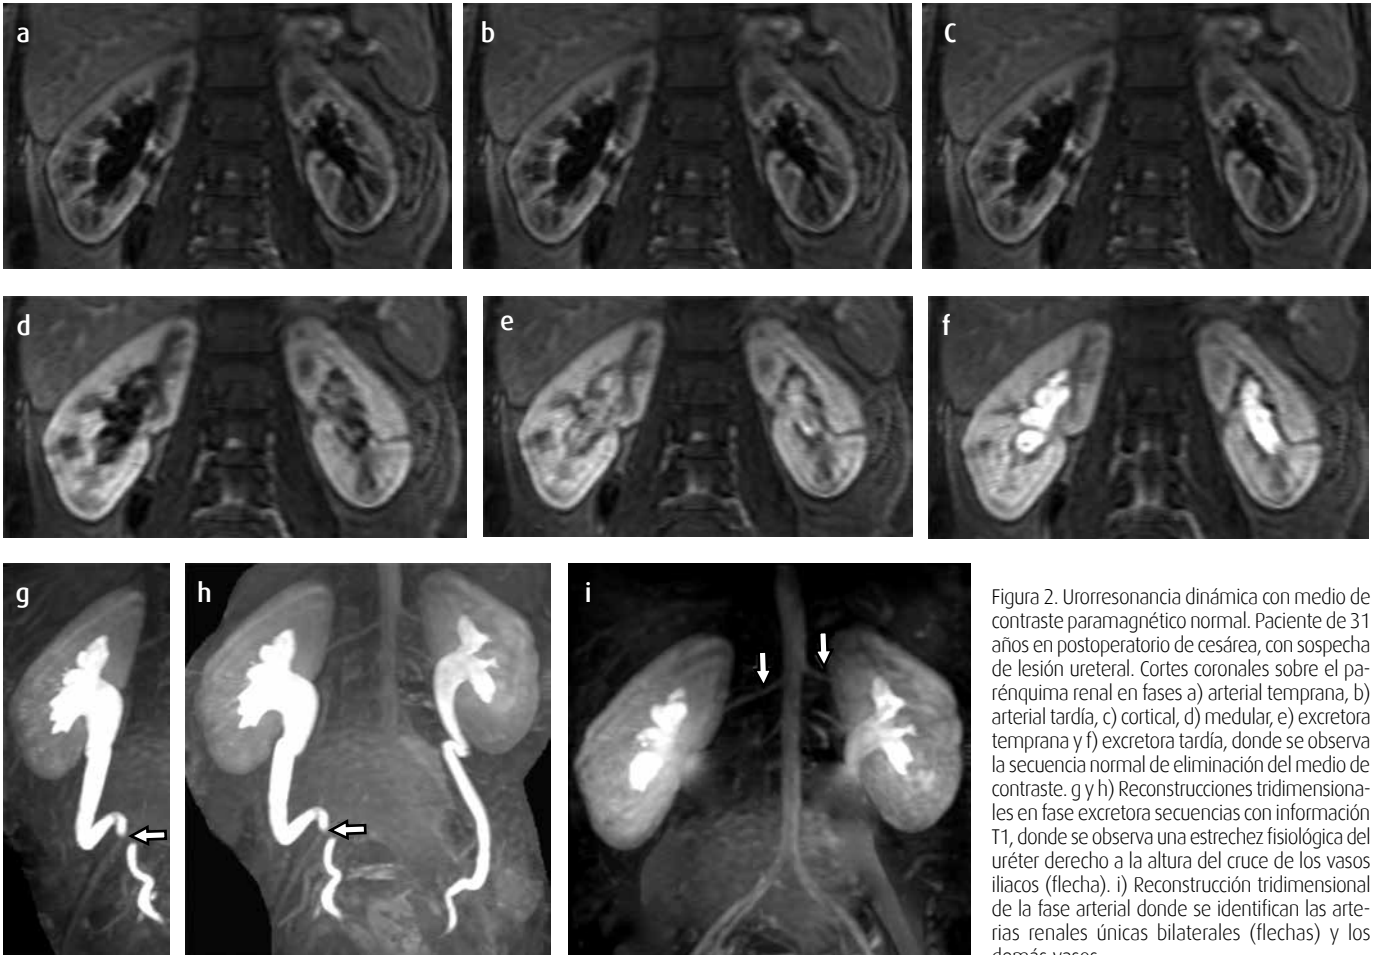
Uroresonancia dinámica con medio de contraste paramagnético normal. Paciente de 31 años en postoperatorio de cesárea, con sospecha de lesión ureteral. Cortes coronales sobre el parénquima renal en fases a) arterial temprana, b) arterial tardía, c) cortical, d) medular, e) excretora temprana y f) excretora tardía, donde se observa la secuencia normal de eliminación del medio de contraste. g y h) Reconstrucciones tridimensionales en fase excretora secuencias con información T1, donde se observa una estrechez fisiológica del uréter derecho a la altura del cruce de los vasos ilíacos (flecha). i) Reconstrucción tridimensional de la fase arterial donde se identifican las arterias renales únicas bilaterales (flechas) y los demás vasos.
